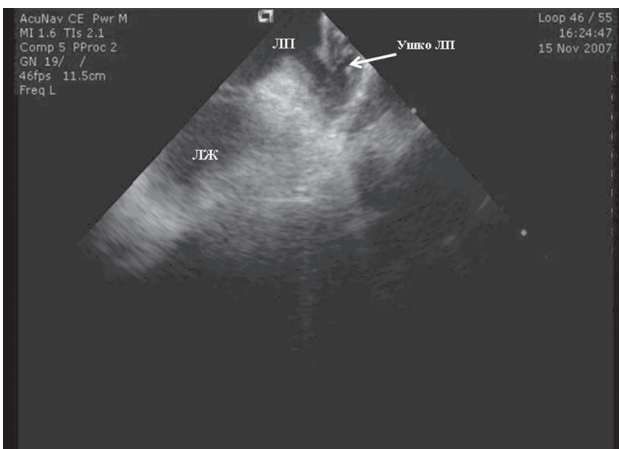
Внутрисердечное эхокардиографическое исследование левого предсердия. Отмечается трабекулярность ушка левого предсердия. ЛП – левое предсердие; ЛЖ – левый желудочек
